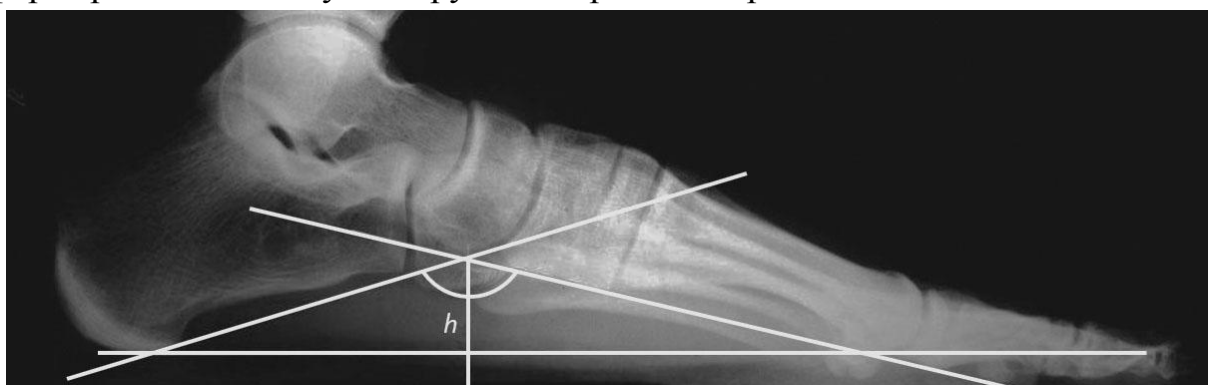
Рентгенограмма стопы под нагрузкой в боковой проекции с измерением ладьевидного угла и высоты продольного свода (h)
